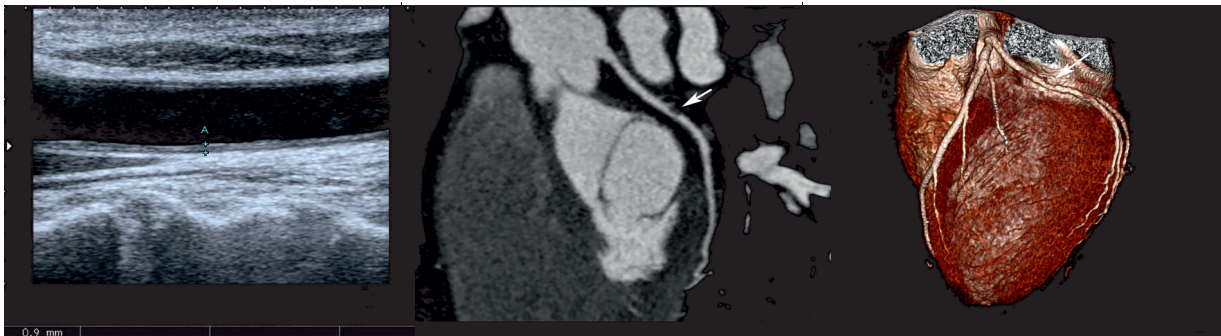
a-c. 52 year-old male patient’s CIMT measurement (a) and coronary CT angiography examination CPR (b) and 3D VR (c) images. Patient’s CIMT is 0.9mm. There is a noncalcified plaque in circumflex artery (white arrows). Calcium score of this patient was 82.
